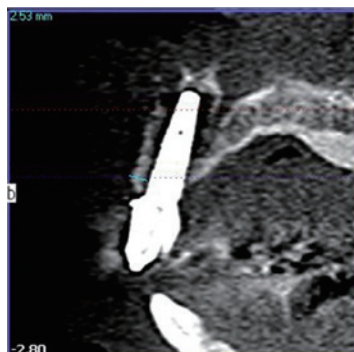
埋入手術 6 カ月後の CBCT X 線像. 歯頸部唇側骨が 2 mm 以上あることが確認された.
